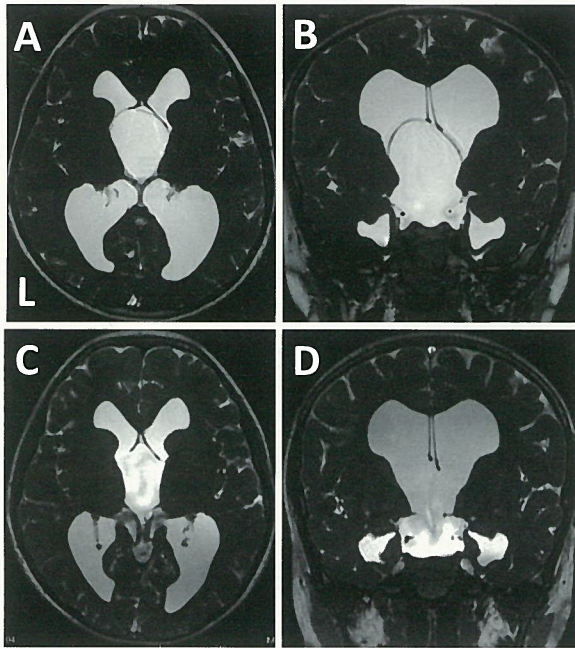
手術前後の頭部MRI: constructive interference in steady-state (CISS) 法
